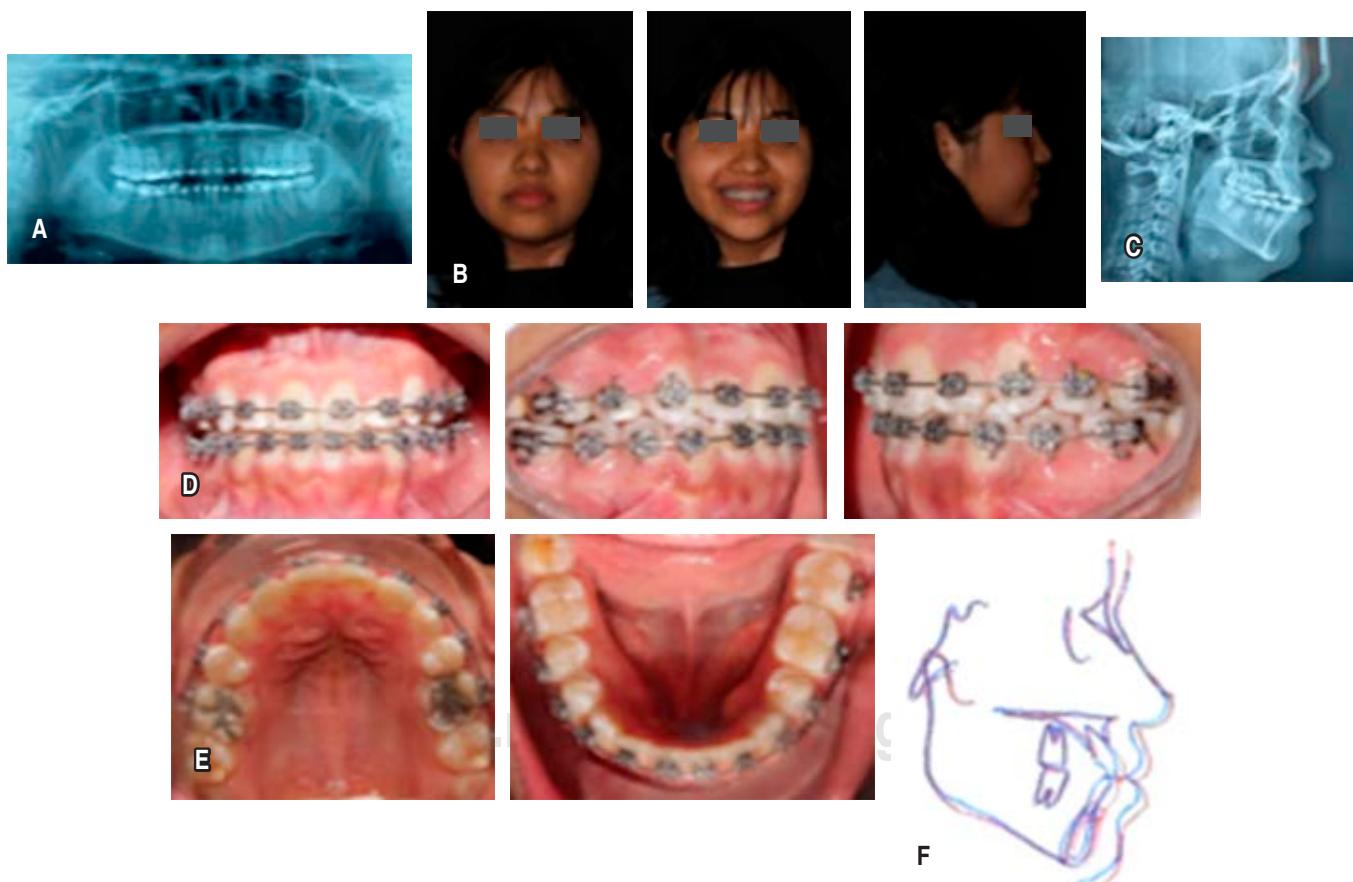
A) Orotomografía. B) Fotografías extraorales. C) Radiografía lateral de cráneo. D) Fotografías intraorales de frente y lateralidades. E) Fotografías intraorales vista oclusal superior e inferior. F) Trazado cefalométrico.
